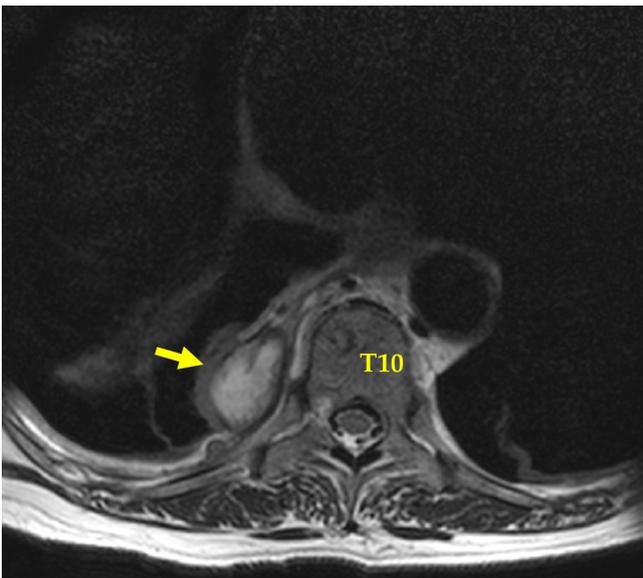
Corte axial de resonancia magnética a nivel de T10, flecha señalando lesión hiperintensa en tejido vecino de cuerpo vertebral (absceso paravertebral).
